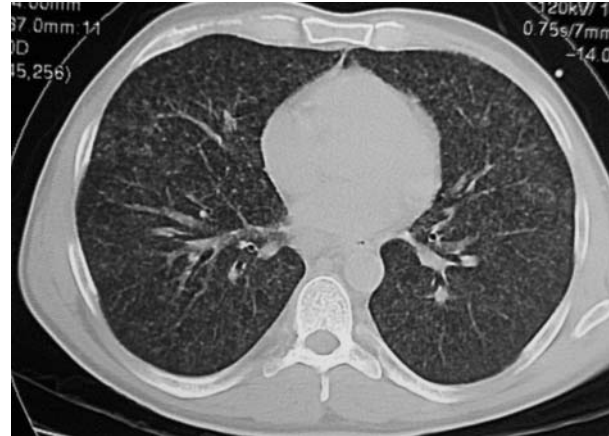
TAC de tórax. Se observa el mismo patrón que en la radiografía simple además de la existencia de adenopatías mediastínicas.
